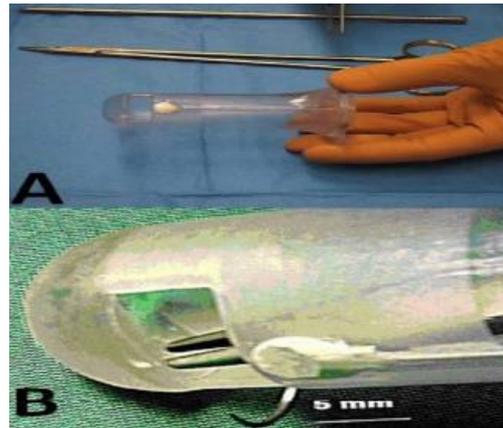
A. Vue globale du rectoscope transparent montrant le transducteur doppler situé à son extrémité. B. Vue détaillée de l'extrémité du rectoscope montrant la fenêtre centimétrique au travers de laquelle sont effectuées les ligatures [40].
